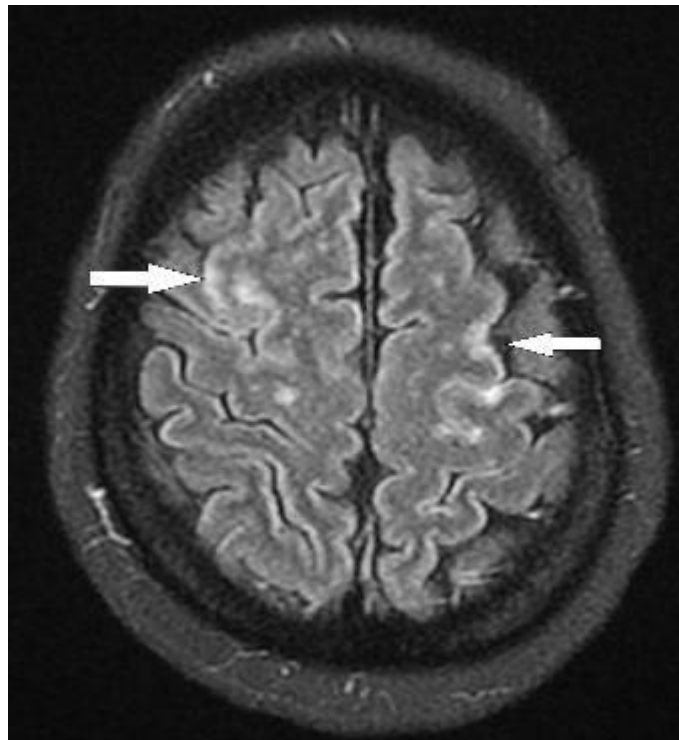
Hemorragia subaracnóide: focos de hiperintensidade nas regiões subaracnóides no FLAIR.
